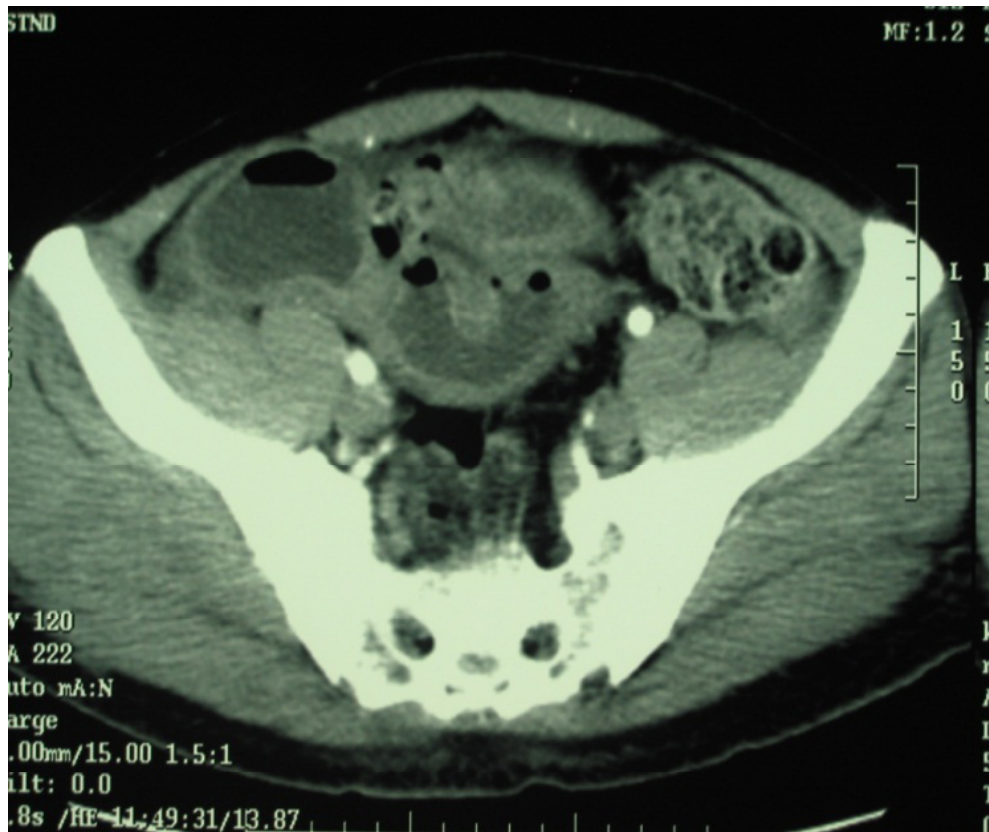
(caso 4) - TC mostra occlusione con ispessimento delle pareti delle anse dilatate
